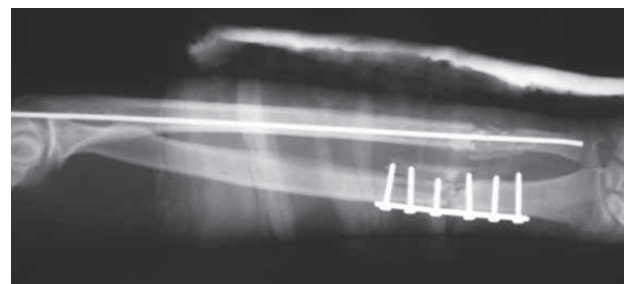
Radiographie post opératoire de face
